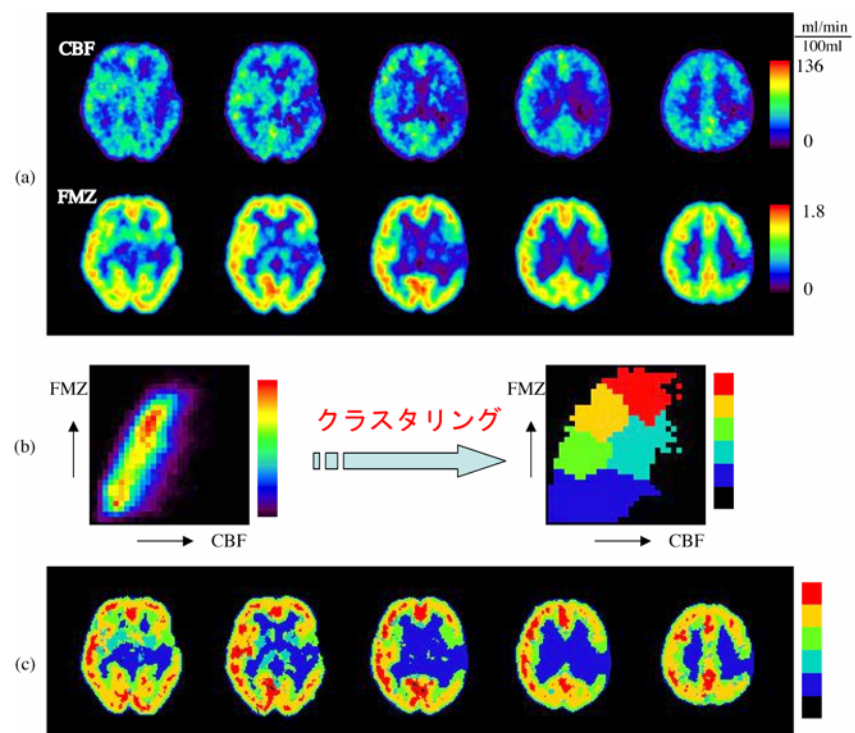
脳血管障害患者症例2:(a)CBFとFMZのPET画像。(b)画素単位での相関(左)とクラスタリングした相関マップ(右)。(c)元の横断面像に投影し作成された相関クラスター画像。
